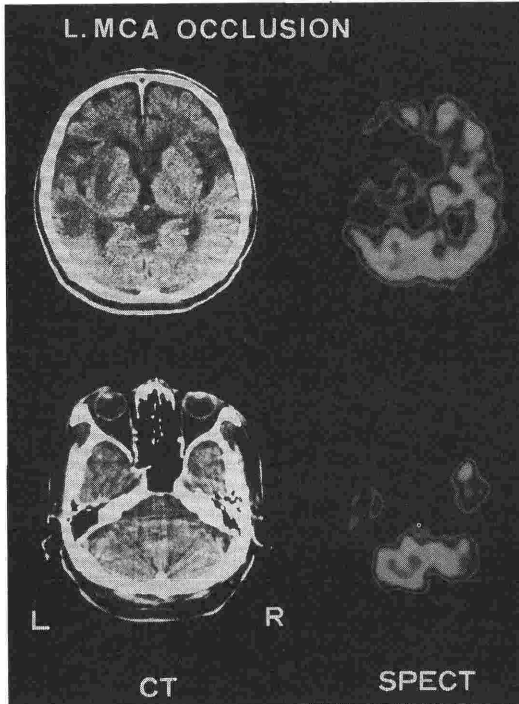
“Crossed cerebellar diaschisis” in a patient with occlusion of the left middle cerebral artery (MCA). CT scan demonstrates cerebral infarction is limited to the left MCA territory, whereas SPECT study reveals decreased CBF in the infarcted brain as well as in the contralateral cerebellar hemisphere.
